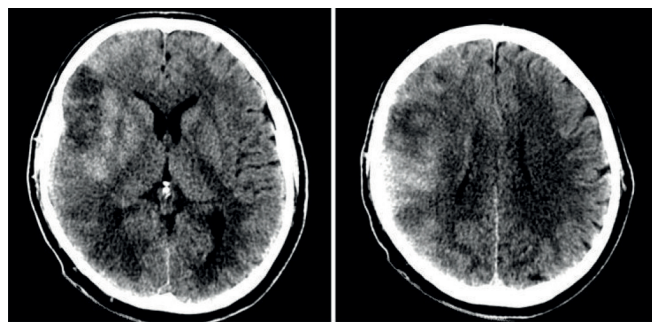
TC de crânio com 24 horas mostrando as áreas de hipodensidade já observadas na imagem inicial (M1, M2, M3, M5 e I), com preservação de núcleos da base e, sobretudo, de áreas corticais de extrema funcionalidade e que tinham risco de evolução para isquemia definitiva de acordo com *software* de diagnóstico por imagem (M4, M6).
